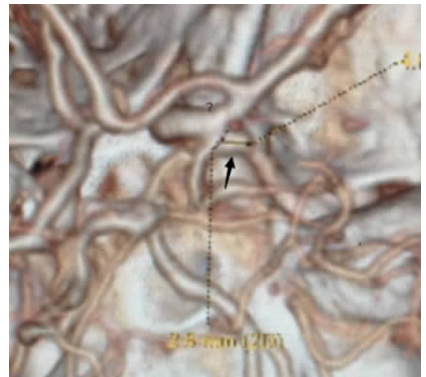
1 例基底动脉分部动脉瘤患者术前 CT 血管造影(↑示动脉瘤)
